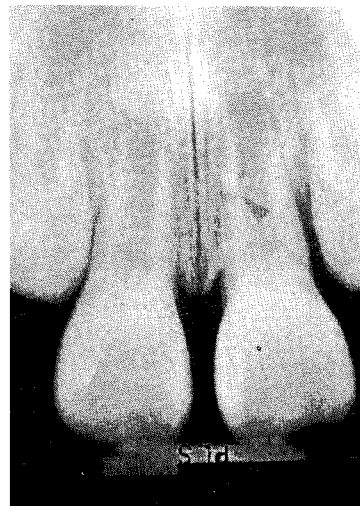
증례 1의 초진 치근단 방사선 사진
